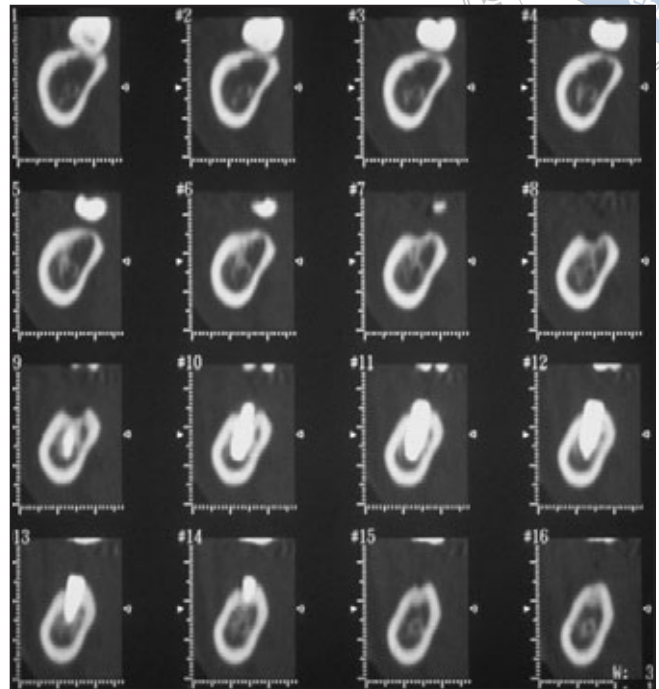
Der Nervus alveolaris inferior ist durch das Implantat im Canalis mandibularis komprimiert. (oben) Panorama-röntgenaufnahme; (rechts) Querschnittaufnahmen (CT).
